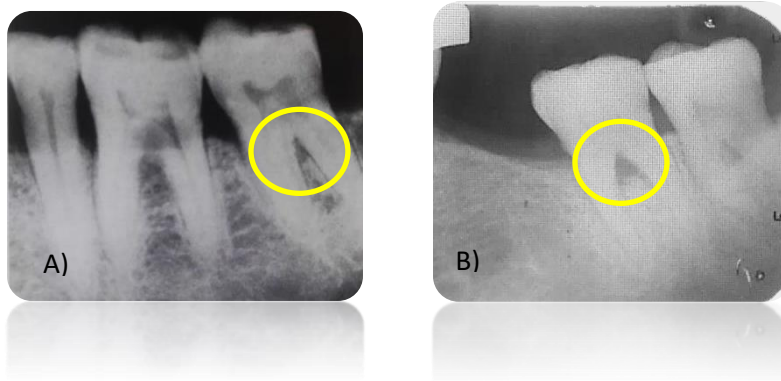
Radiografías periapicales con lesión de furcación. A) Lesión de furcación grado II, B) Lesión de furcación grado III. Fuente directa
